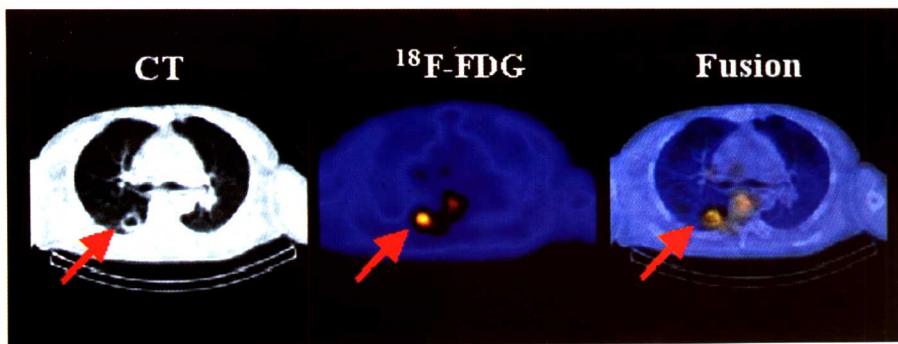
CT 和 SPECT<sup>18</sup>F-FDG 显像的图像融合
